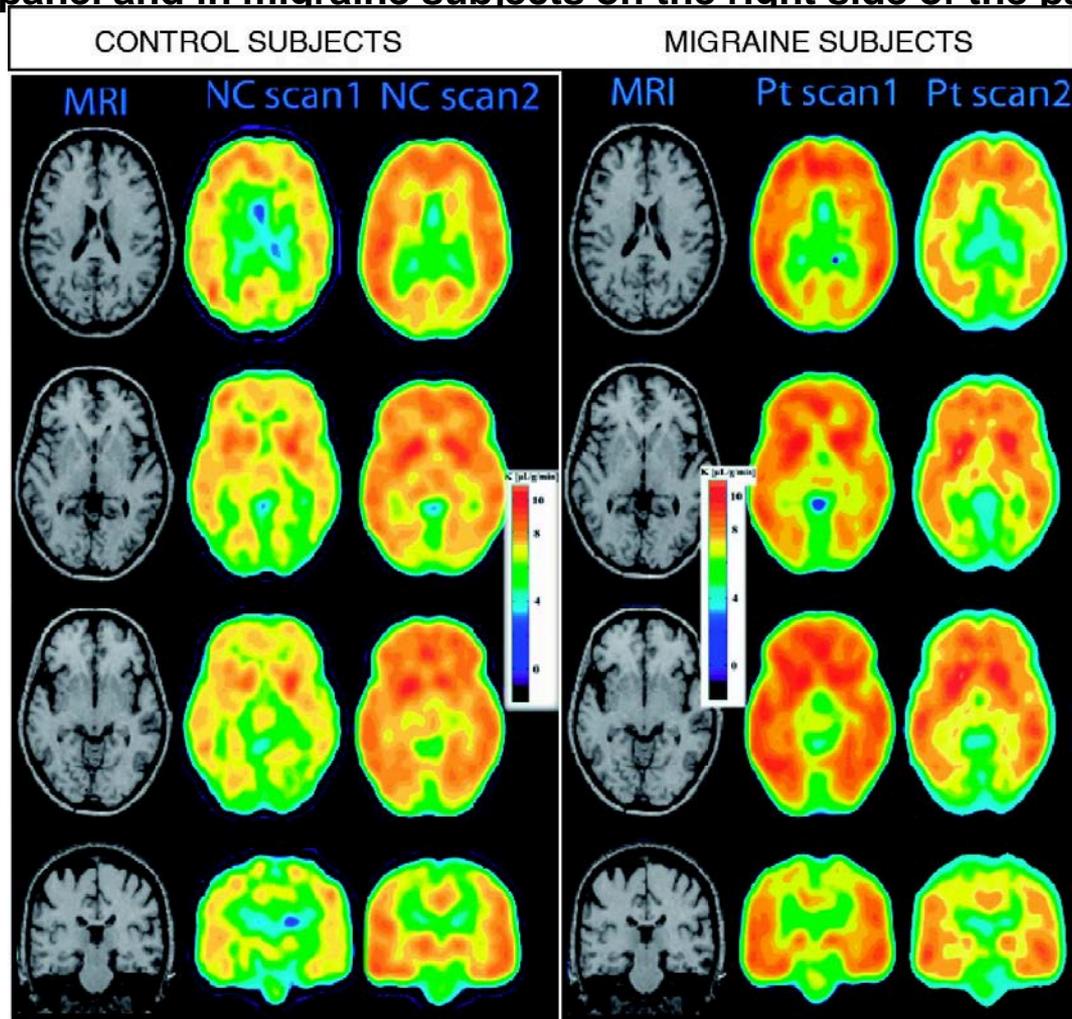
Images constructed from PET average K^* values ($\mu\text{l/g/minute}$) comparing baseline K^* values before and after administration of eletriptan in control subjects on the left side of the panel and in migraine subjects on the right side of the panel.
